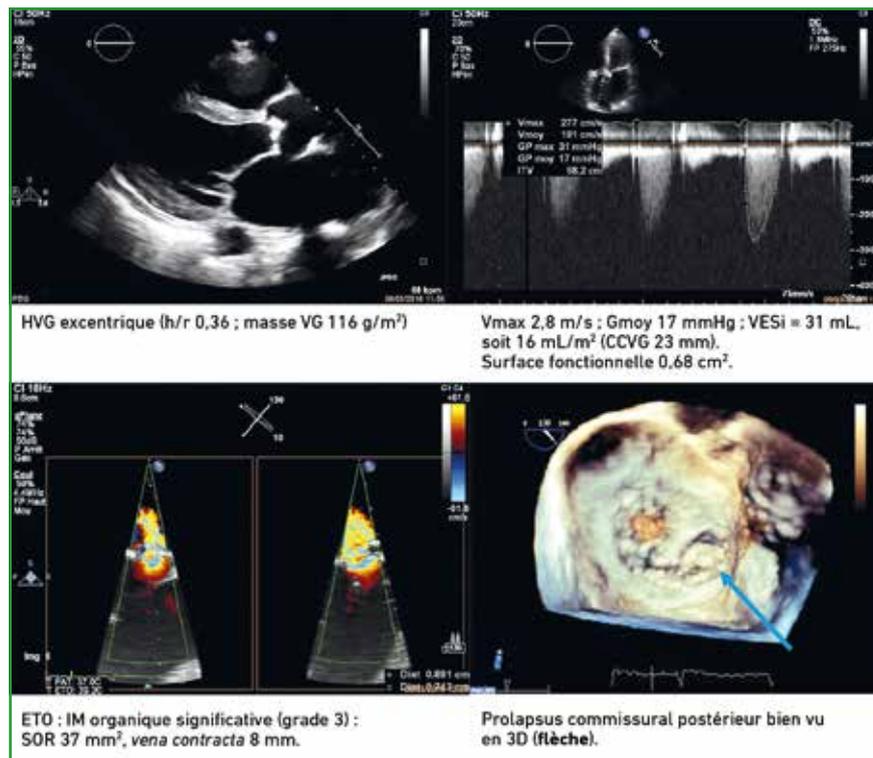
Échocardiographie transthoracique et transœsophagienne d'un patient de 80 ans porteur d'une sténose aortique sévère sur la surface malgré un gradient transvalvulaire bas. On retrouve une HVG excentrique avec une fuite mitrale primaire sévère par prolapsus commissural postérieur bien visualisé en ETO 3D (flèche). La prise en charge devrait donc ici combiner un geste aortique et une plastie mitrale. HVG : hypertrophie ventriculaire gauche ; VESi : volume d'éjection systolique indexé ; CCVG : chambre de chasse du ventricule gauche ; SOR : surface d'orifice régurgitant.
